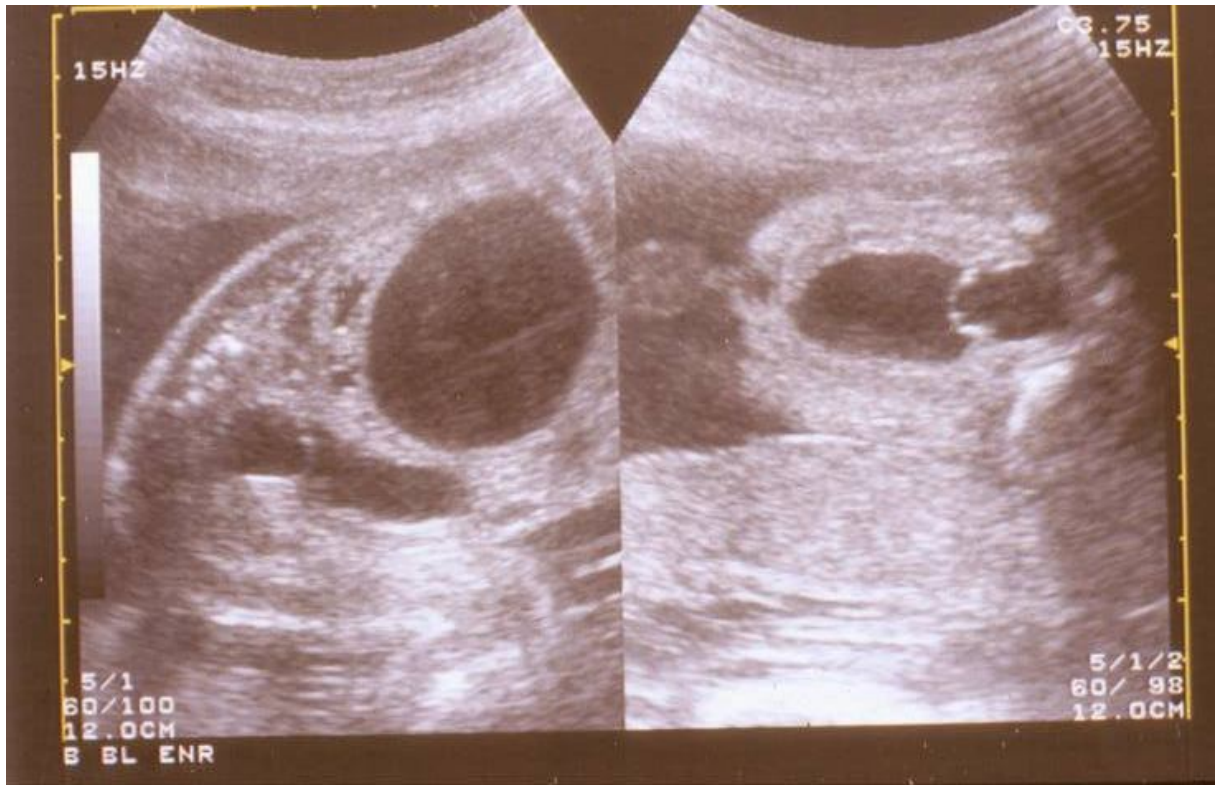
Image échographique montrant une dilatation pyélo-calicielle
